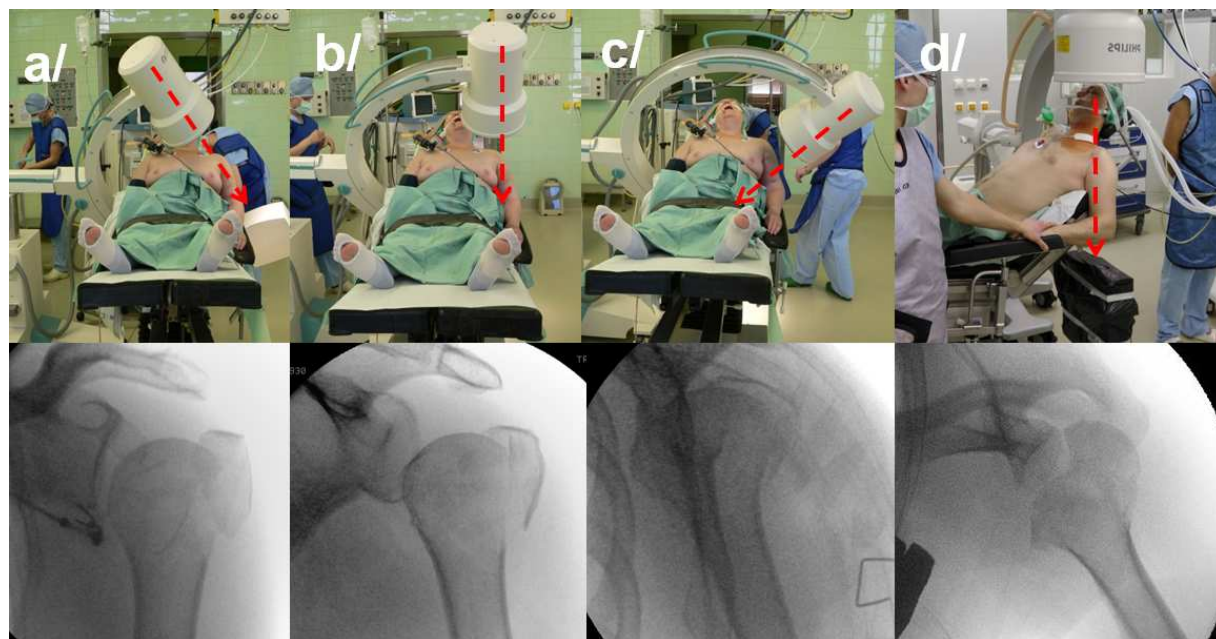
Beach chair pozice při operacích proximálního humeru včetně postavení RTG zesilovače. Volně podle Porteous⁽¹⁶¹⁾.
